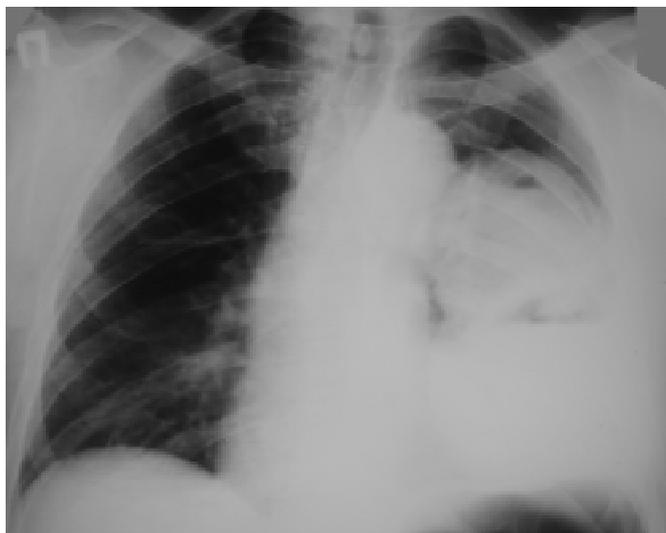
Рентгенограма хв. П., 54 р., у прямій проекції. Зліва в S6 візуалізується порожнина абсцесу з горизонтальним рівнем рідини до 4/5 об'єму порожнини та товстими стінками. Від IV ребра простежується затемнення, яке зливається з куполом діафрагми. Зовнішній синус не визначається, на фоні затемнення видно рівень рідини — ознаки емпієми плеври
